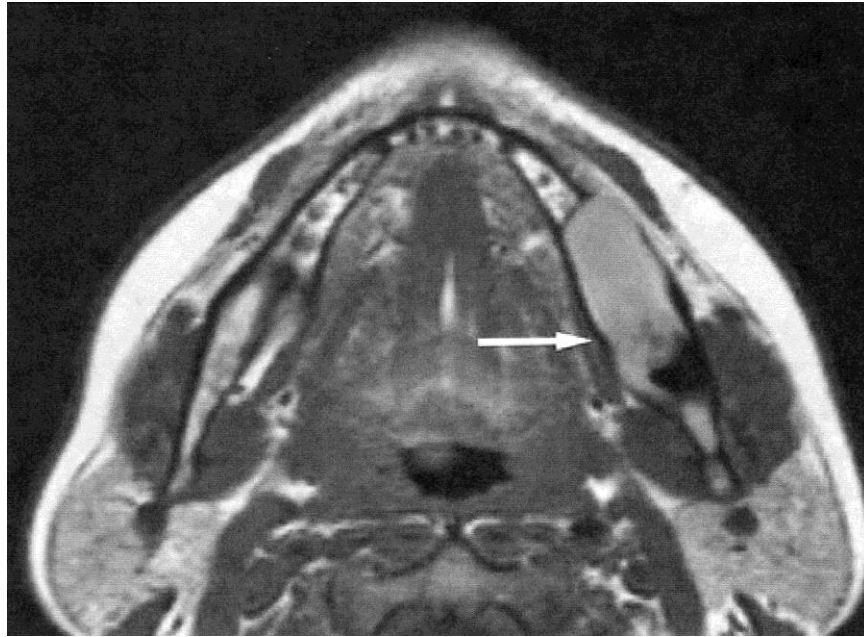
Διατομή με MRI κάτω γνάθου στην οποία διακρίνεται στο δεξιό ημιμόριο λύσις της συνέχειας του οστού και αριστερά φυσιολογικό οστό στο οποίο πρόκειται να τοποθετηθούν εμφυτεύματα.
